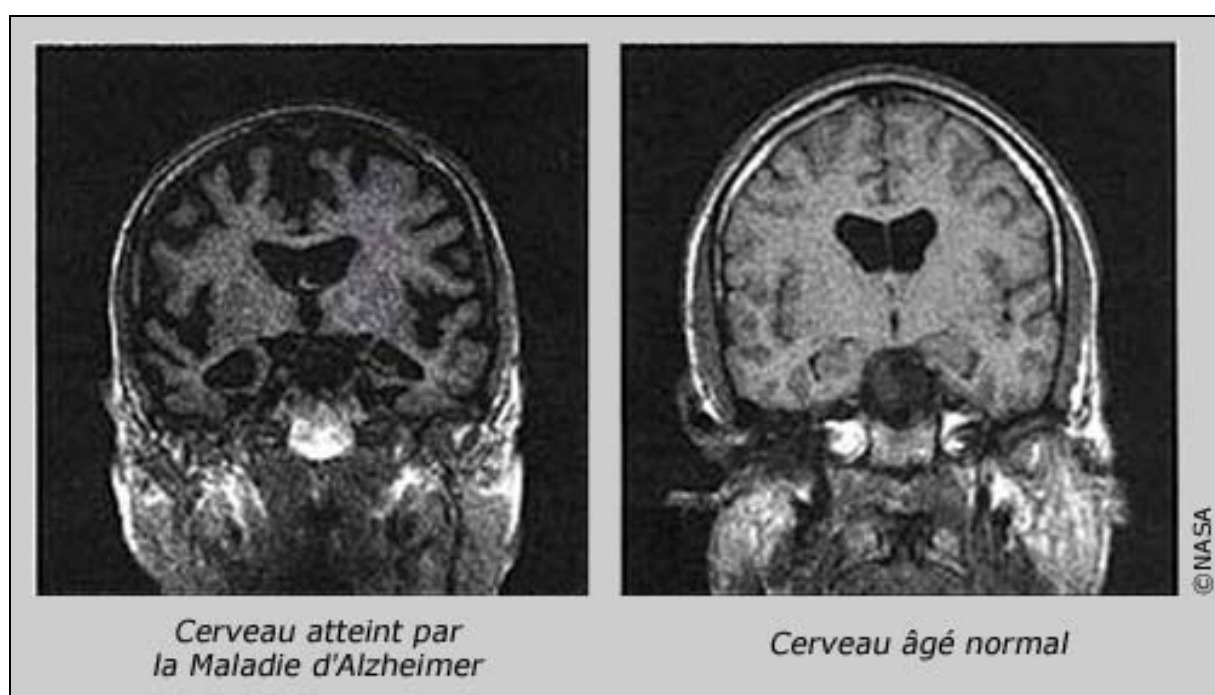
IRM d'un cerveau atteint de MA et d'un cerveau sain
